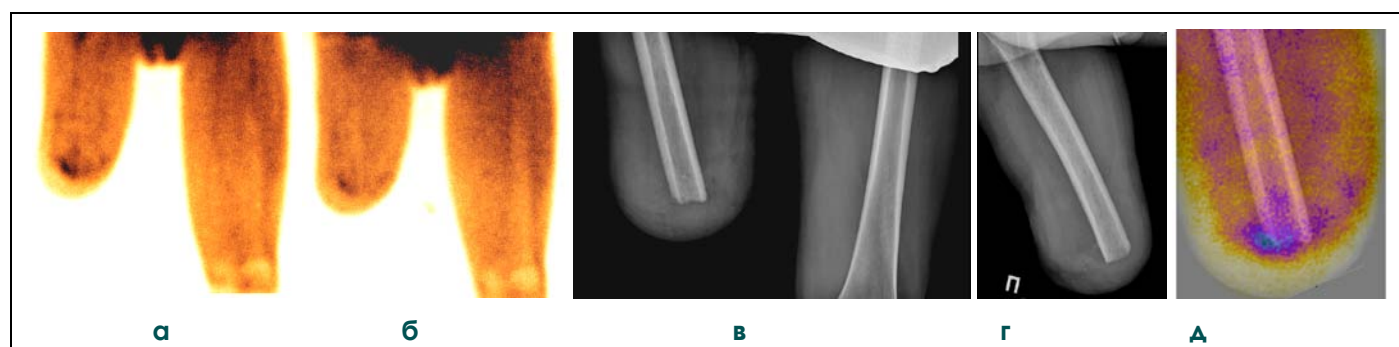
(а, б, в, г, д). Сцинтиграфия с ^{99m}Tc -МИБИ: визуализация воспалительного процесса. Больной Д., 39 лет.
